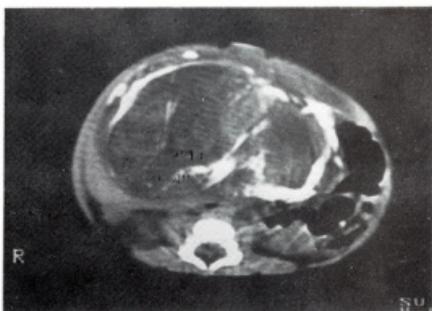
Tomografía axial computada: estructura heterogénea y calcificaciones irregulares.
